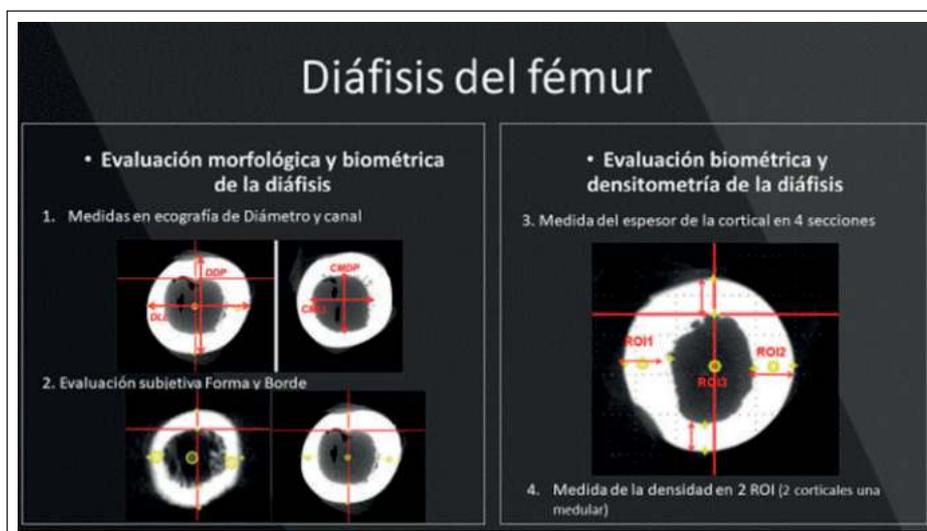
TAC. Evaluación de la diáfisis del fémur
